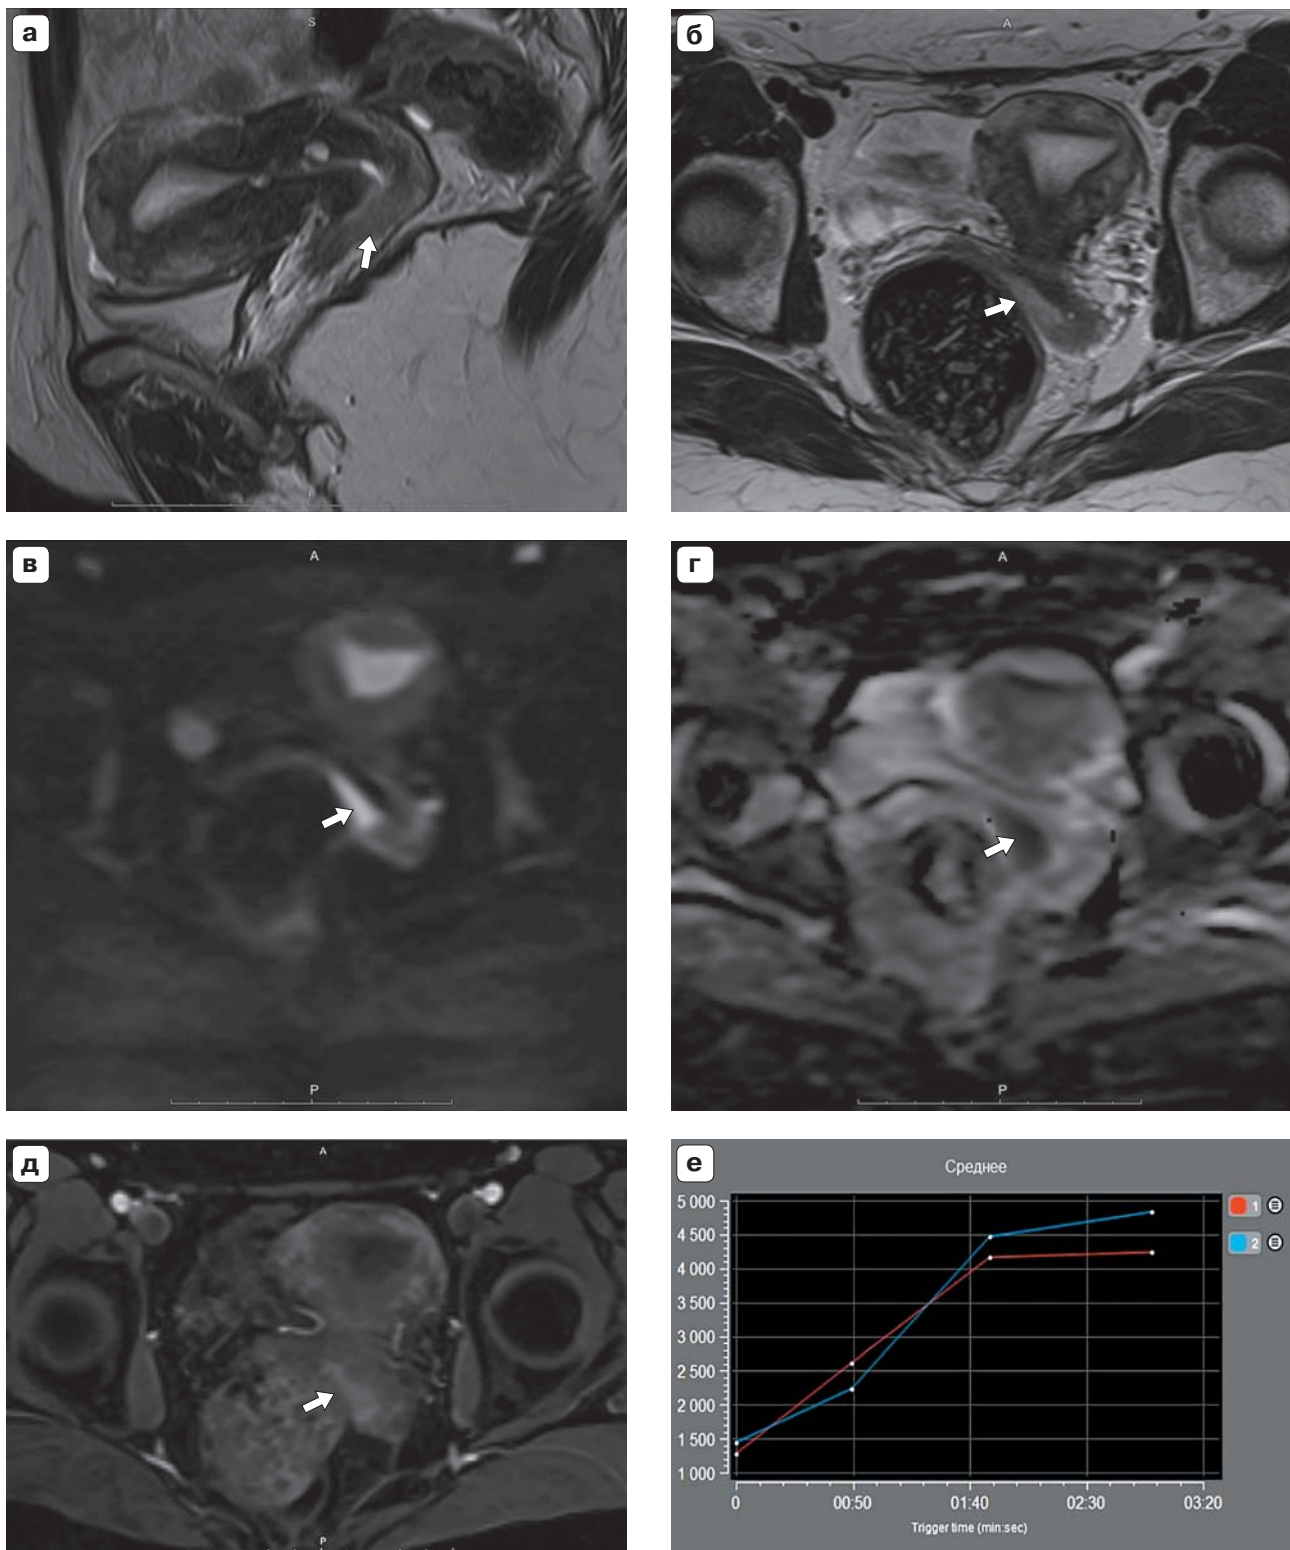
МР-томограммы органов малого таза пациентки с верифицированным РВл (стадия I FIGO). а – Т2ВИ в сагиттальной проекции; б – Т2ВИ в аксиальной плоскости; в – ДВИ с b-фактором 1000 с/мм²; г – АСВ-карта, опухоль истинно ограничивает диффузию; д – ДКУ (постконтрастное изображение на 20-й секунде от введения контрастного препарата); е – кривые ДКУ (синяя кривая – накопление в миометрии, красная кривая – накопление в ткани опухоли). Опухоль задней стенки верхней трети влагалища без экстраорганического распространения (указана стрелками) размерами 20 × 9 мм, имеет повышенный сигнал на Т2ВИ и более интенсивно накапливает контраст при ДКУ в артериальную фазу (на 30-й секунде от введения контрастного препарата) по сравнению с миометрием.
